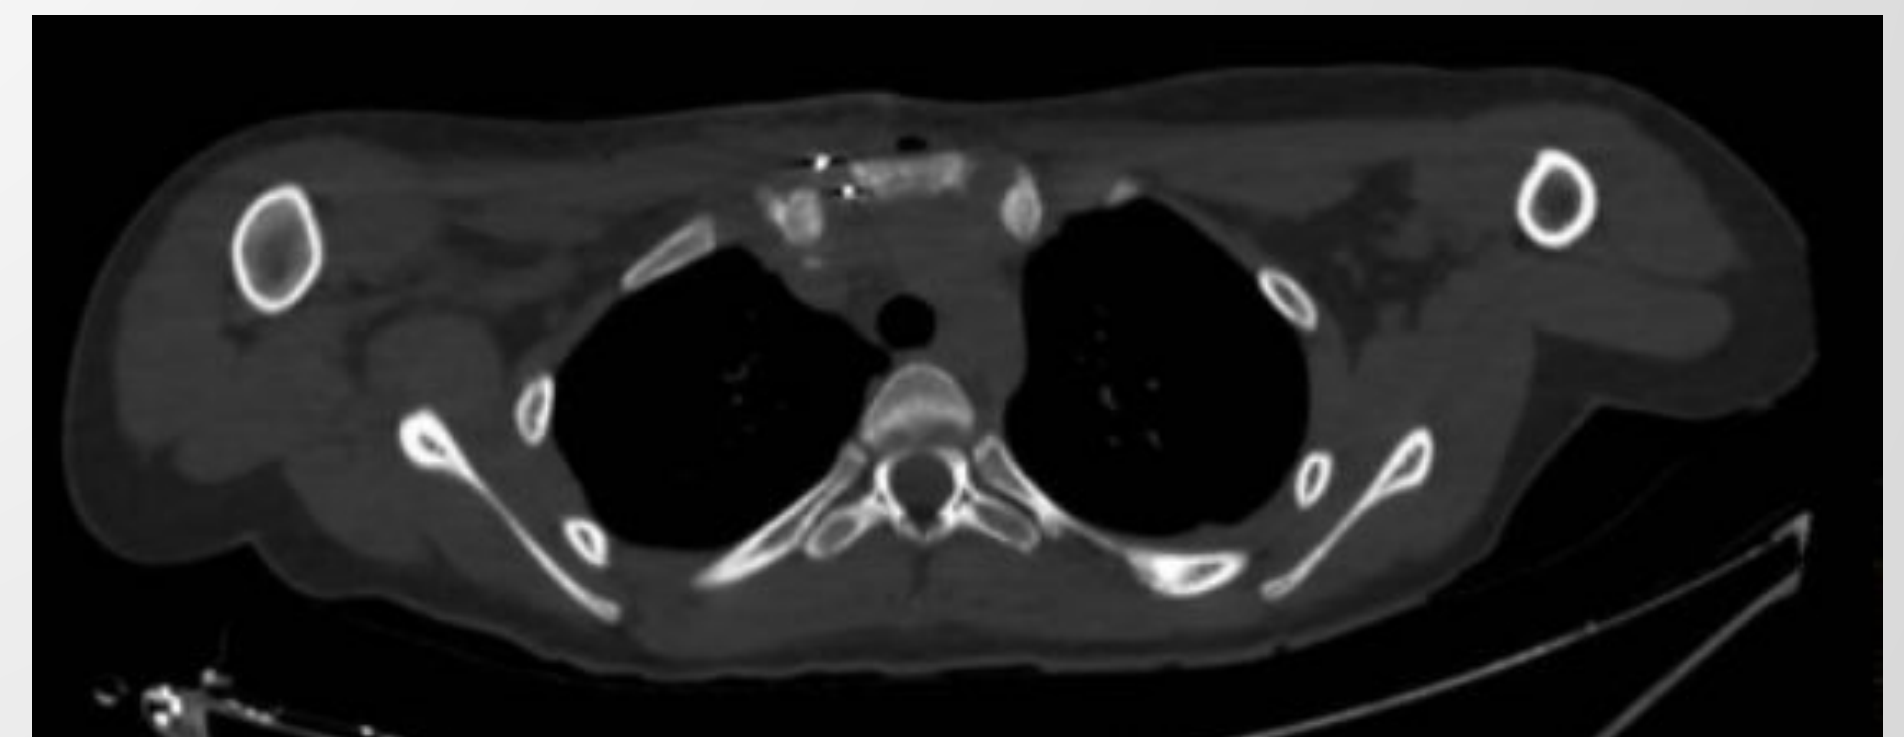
Corte axial de TC posterior a segunda cirugía en el que se observa ambos extremos proximales de clavícula a la misma altura, con imagen discreta de la presencia de cerclaje en lado derecho.
